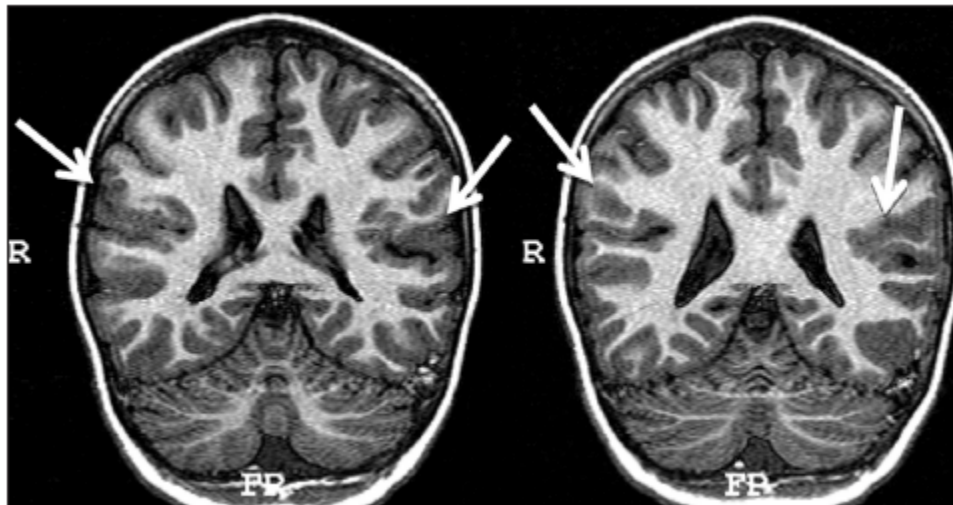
T1 image. MRI study of second twin with bilateral posterior parietal polymicrogyria.
